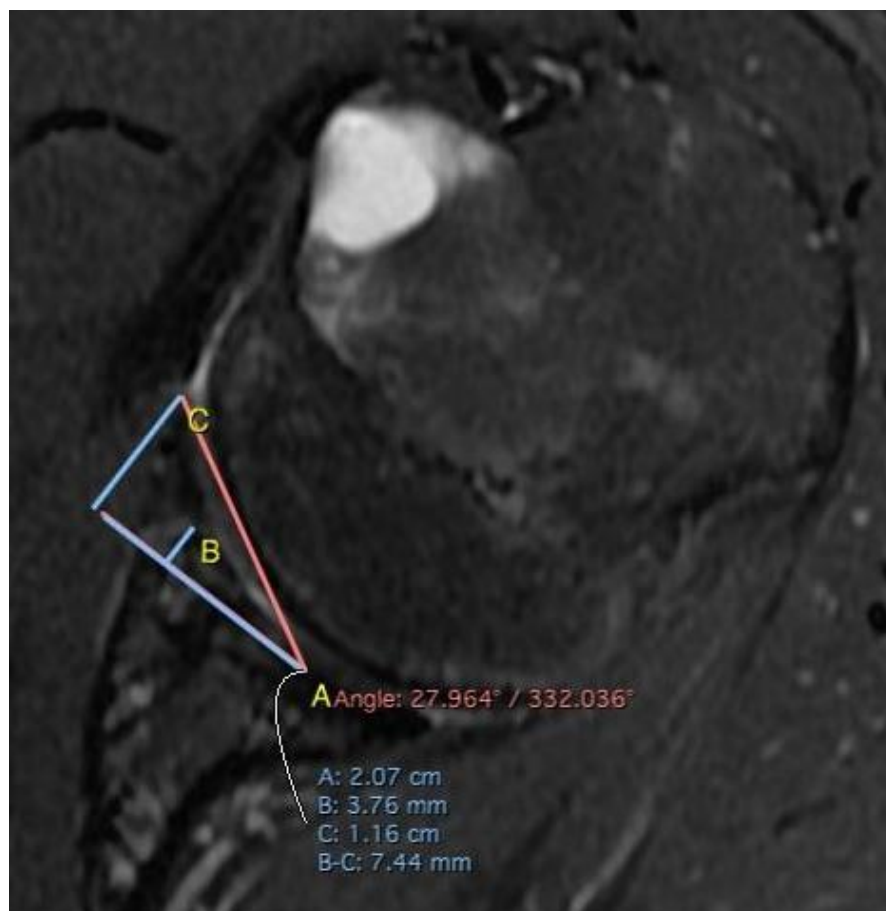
Corte axial de ressonância magnética pós-operatória. Inclinação anterior do lábio glenoidal (IALG): ângulo formado pela linha perpendicular ao ponto mais profundo da cavidade glenoidal (A) com o ápice do lábio glenoidal (C). Índice da altura anterior do lábio glenoidal (IAALG): quociente da altura do lábio glenoidal (C) pela altura óssea da cavidade glenoidal (B).
